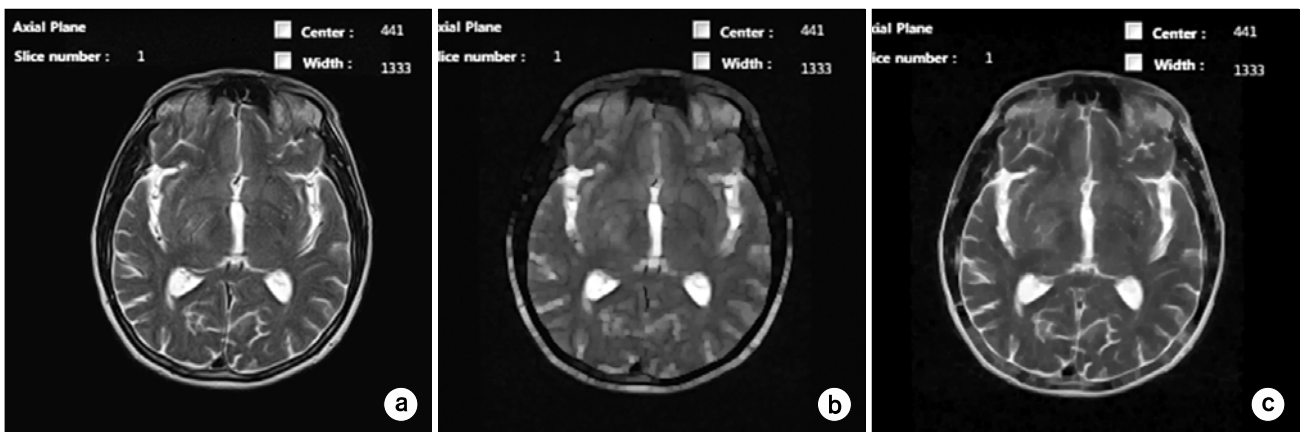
Results of applying morphological filter to brain MR image (a) Original image (b) Opening operation (c) Closing operation.
